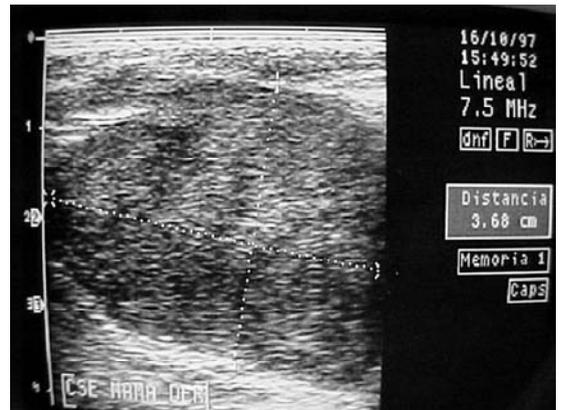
Ecografía mamaria muestra nódulo sólido con límites poco precisos.
